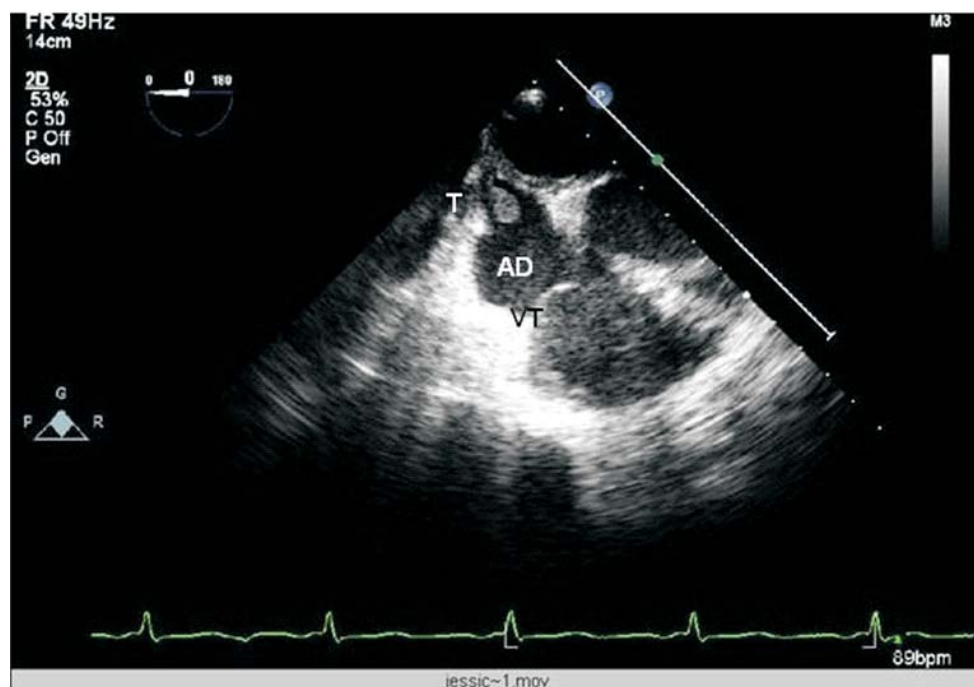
Ecocardiograma transesofágico 4 cámaras a 0° posterior a 8 ciclos de tratamiento. Se aprecia la reducción en las dimensiones del tumor (T) fijo en la pared superior de aurícula derecha (AD), se observa válvula tricúspide (VT) sin compromiso obstructivo y ausencia de foramen oval permeable y aneurisma interatrial.
